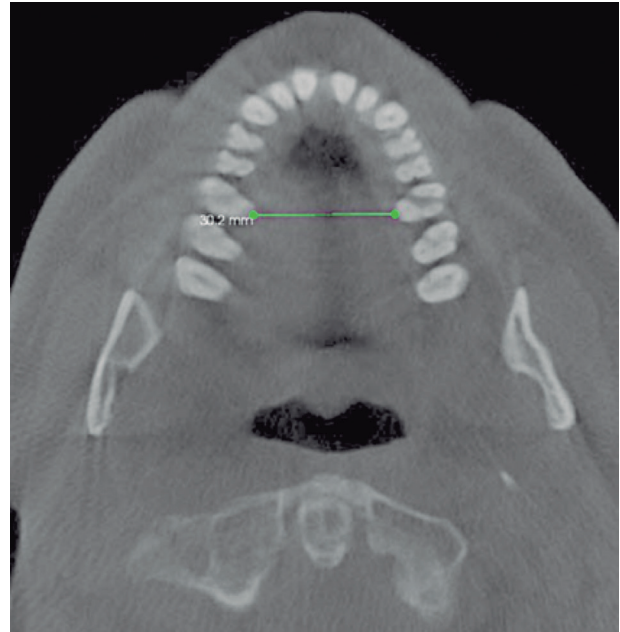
Hipoplasia transversal y reducción del espacio orofaríngeo. CBCT axial con indicación de expansión maxilar.
